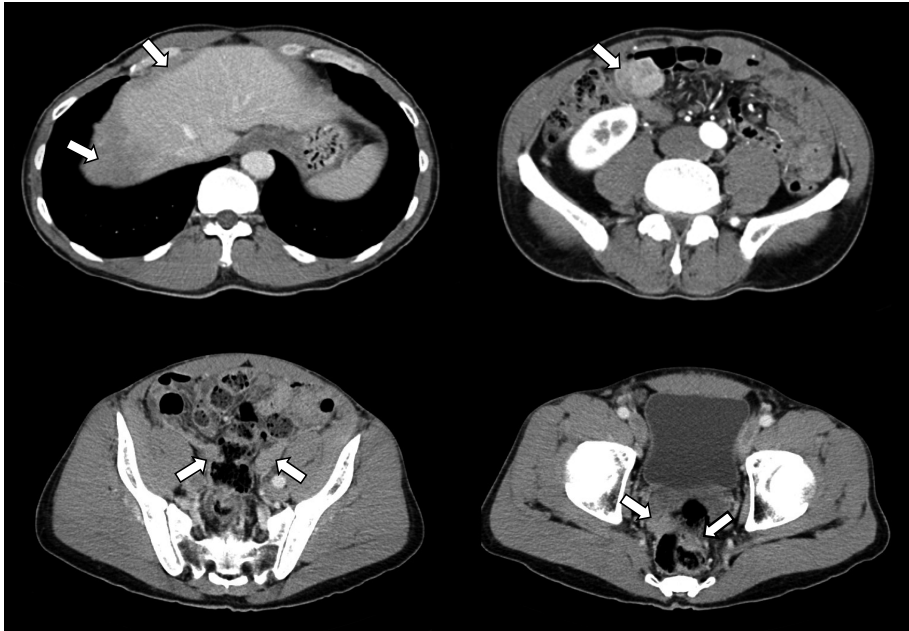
造影CT写真： a. 肝表周囲の腹膜肥厚. b. 造影早期から濃染される腫瘤. c. 両側総腸骨動脈近傍腹膜に沿った軟部影. d. 直腸周囲の軟部影.
